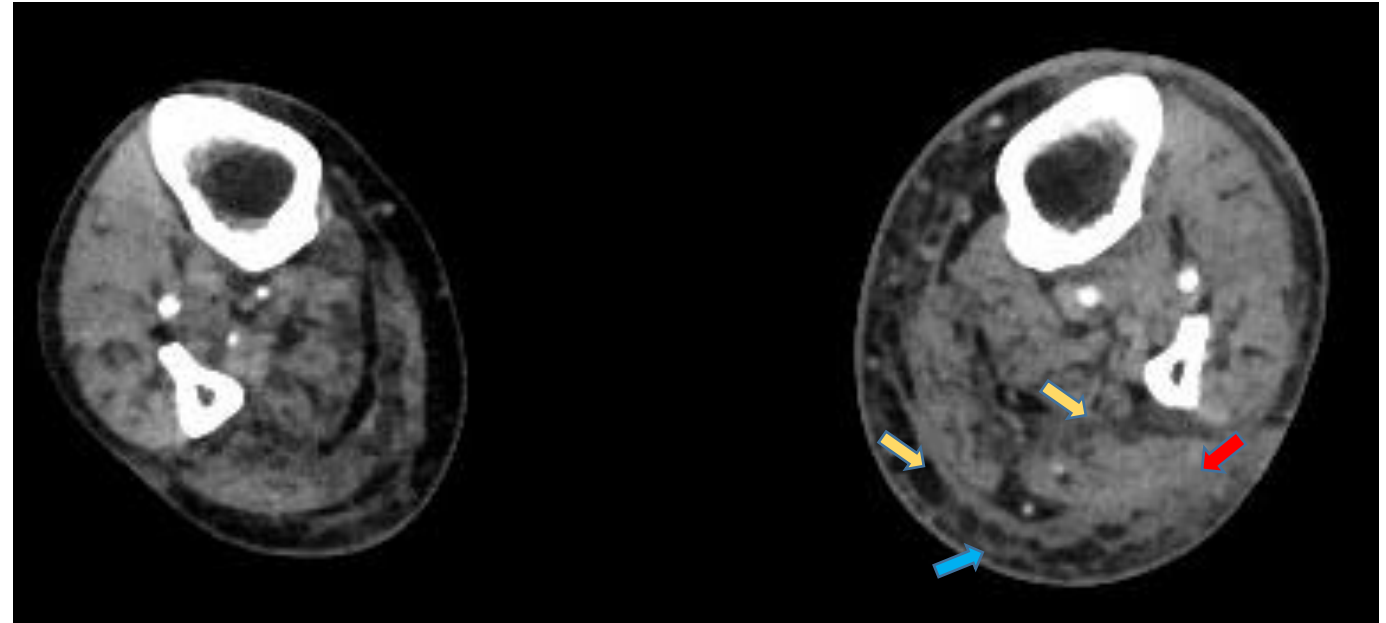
Imagen axial de TC con contraste intravenoso (iv). Se observa una asimetría con aumento de volumen del miembro inferior izquierdo a expensas de un infiltrado edematoso del tejido celular subcutáneo (flecha azul) y del músculo (flecha roja). Engrosamiento de la fascia profunda e intermuscular (flechas amarillas).
